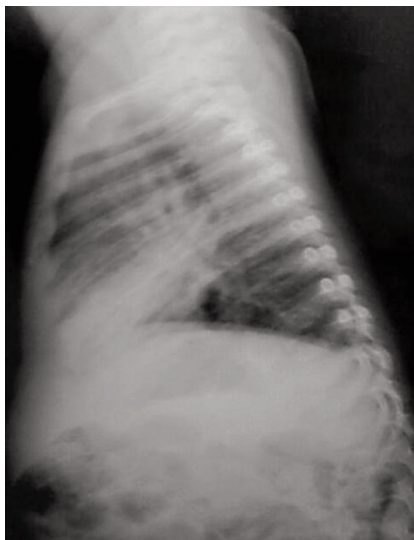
B. Radiografía de Torax Lateral
